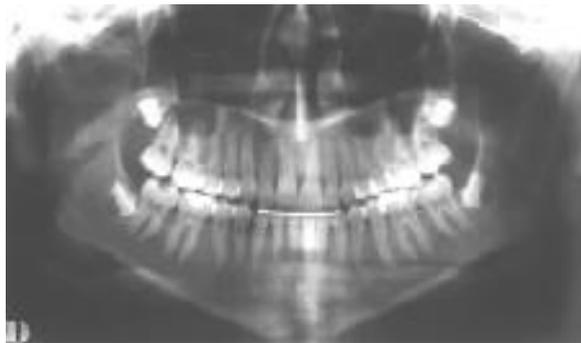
⁵⁴: Radiografia ao término do tratamento ortodôntico. Observar os aspectos anatômicos periodontais.
